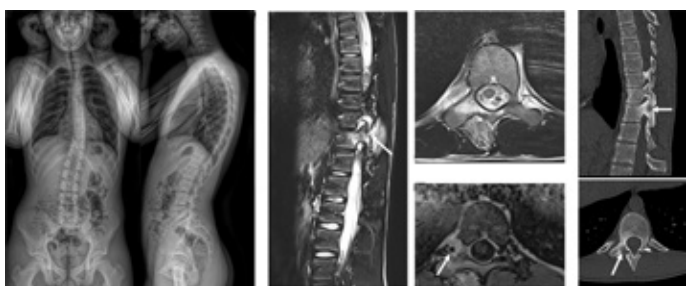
Patient âgé de 16 ans, adressé pour scoliose devant des douleurs dorsales insomniantes. Scoliose non déséquilibrée avec un angle de Cobb à 23° (A). Réalisation d'une IRM à la recherche d'une cause secondaire. L'IRM retrouve un œdème important des parties molles et de l'arc postérieur droit de T10 (B) sans signe d'épidurite. Au scanner (C), identification d'une image en nidus pathognomonique d'un ostéome ostéoïde.
